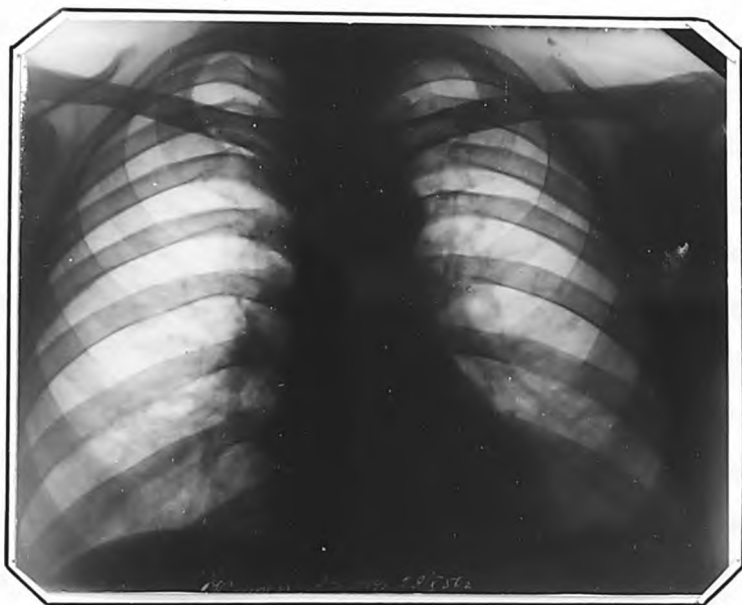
Рентгенограмма больной К. от 18.Х.1958 г.
